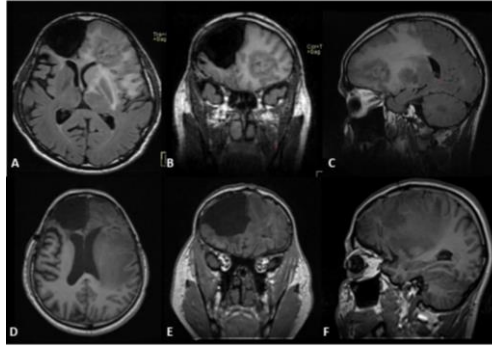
Resonancia magnética de cráneo, imágenes ponderadas en FLAIR, cortes axial (A), coronal (B) y sagital (C), que muestran lesión por radionecrosis en la región frontal izquierda. Estudio de resonancia posquirúrgica: D) axial, E) coronal y F) sagital, revela la resección del área de radionecrosis.
